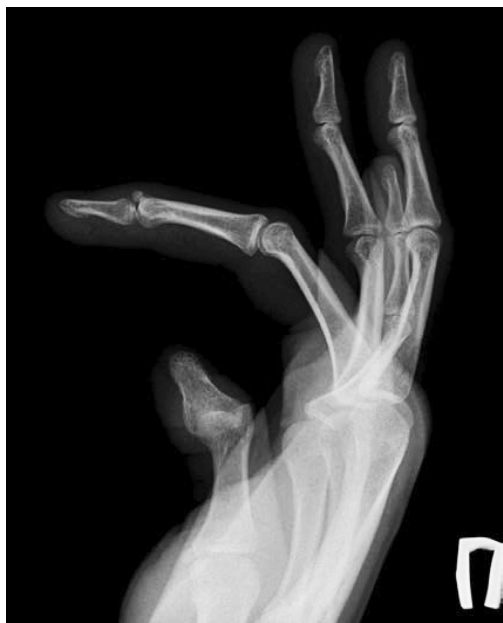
Рентгенограмма пациента Р., 25 лет (рентгенограмма до операции: отрывной перелом основания тыльного фрагмента дистальной фаланги среднего пальца правой кисти)
